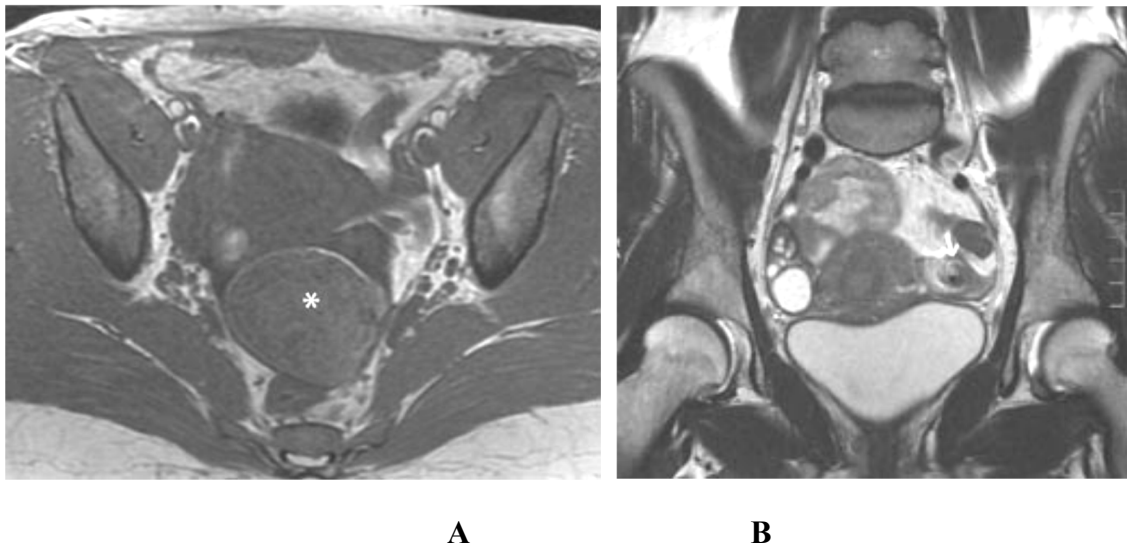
coupe IRM axiale T1(A) et coronales T2(B).torsion d'annexes compliquant un kyste dermoïde ovarien gauche (*).le diagnostic est confirmé par l'IRM qui retrouve une tumeur ovarienne gauche contenant un peu de graisse (*)et un aspect de torsion de l'annexe gauche (coupe IRM correspondant à la figure 37 ancienne)
